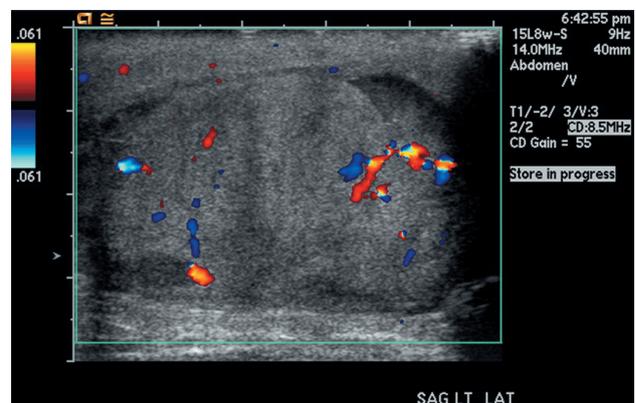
Допплер-УЗИ. Показана перфузия тестикулярной ткани, вышедшей за пределы разрыва в белочной оболочке, что подтверждает диагноз разрыва яичка
